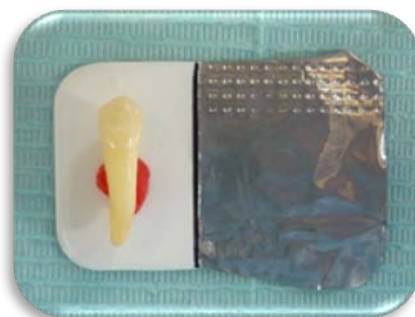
Toma de radiografías gemelas
